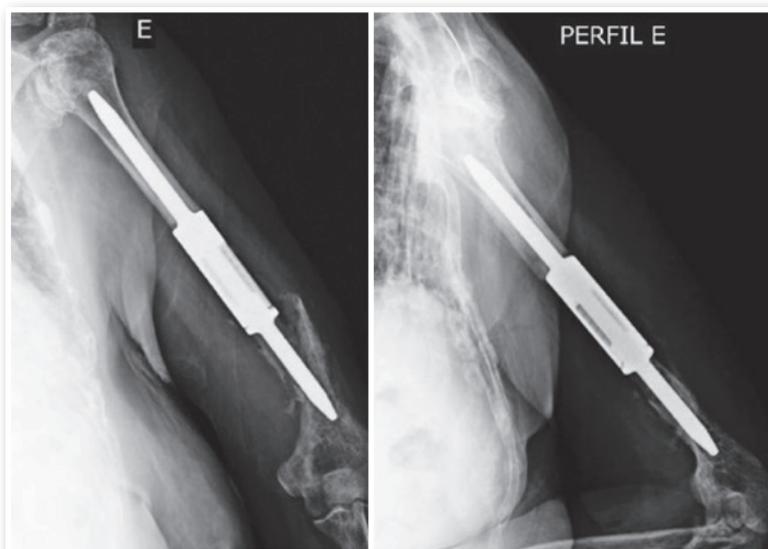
Radiografias de úmero esquerdo evidenciando aspectos: A) pós-radioterapia; B) fratura diafisária de úmero; C) tratamento com endoprótese.
